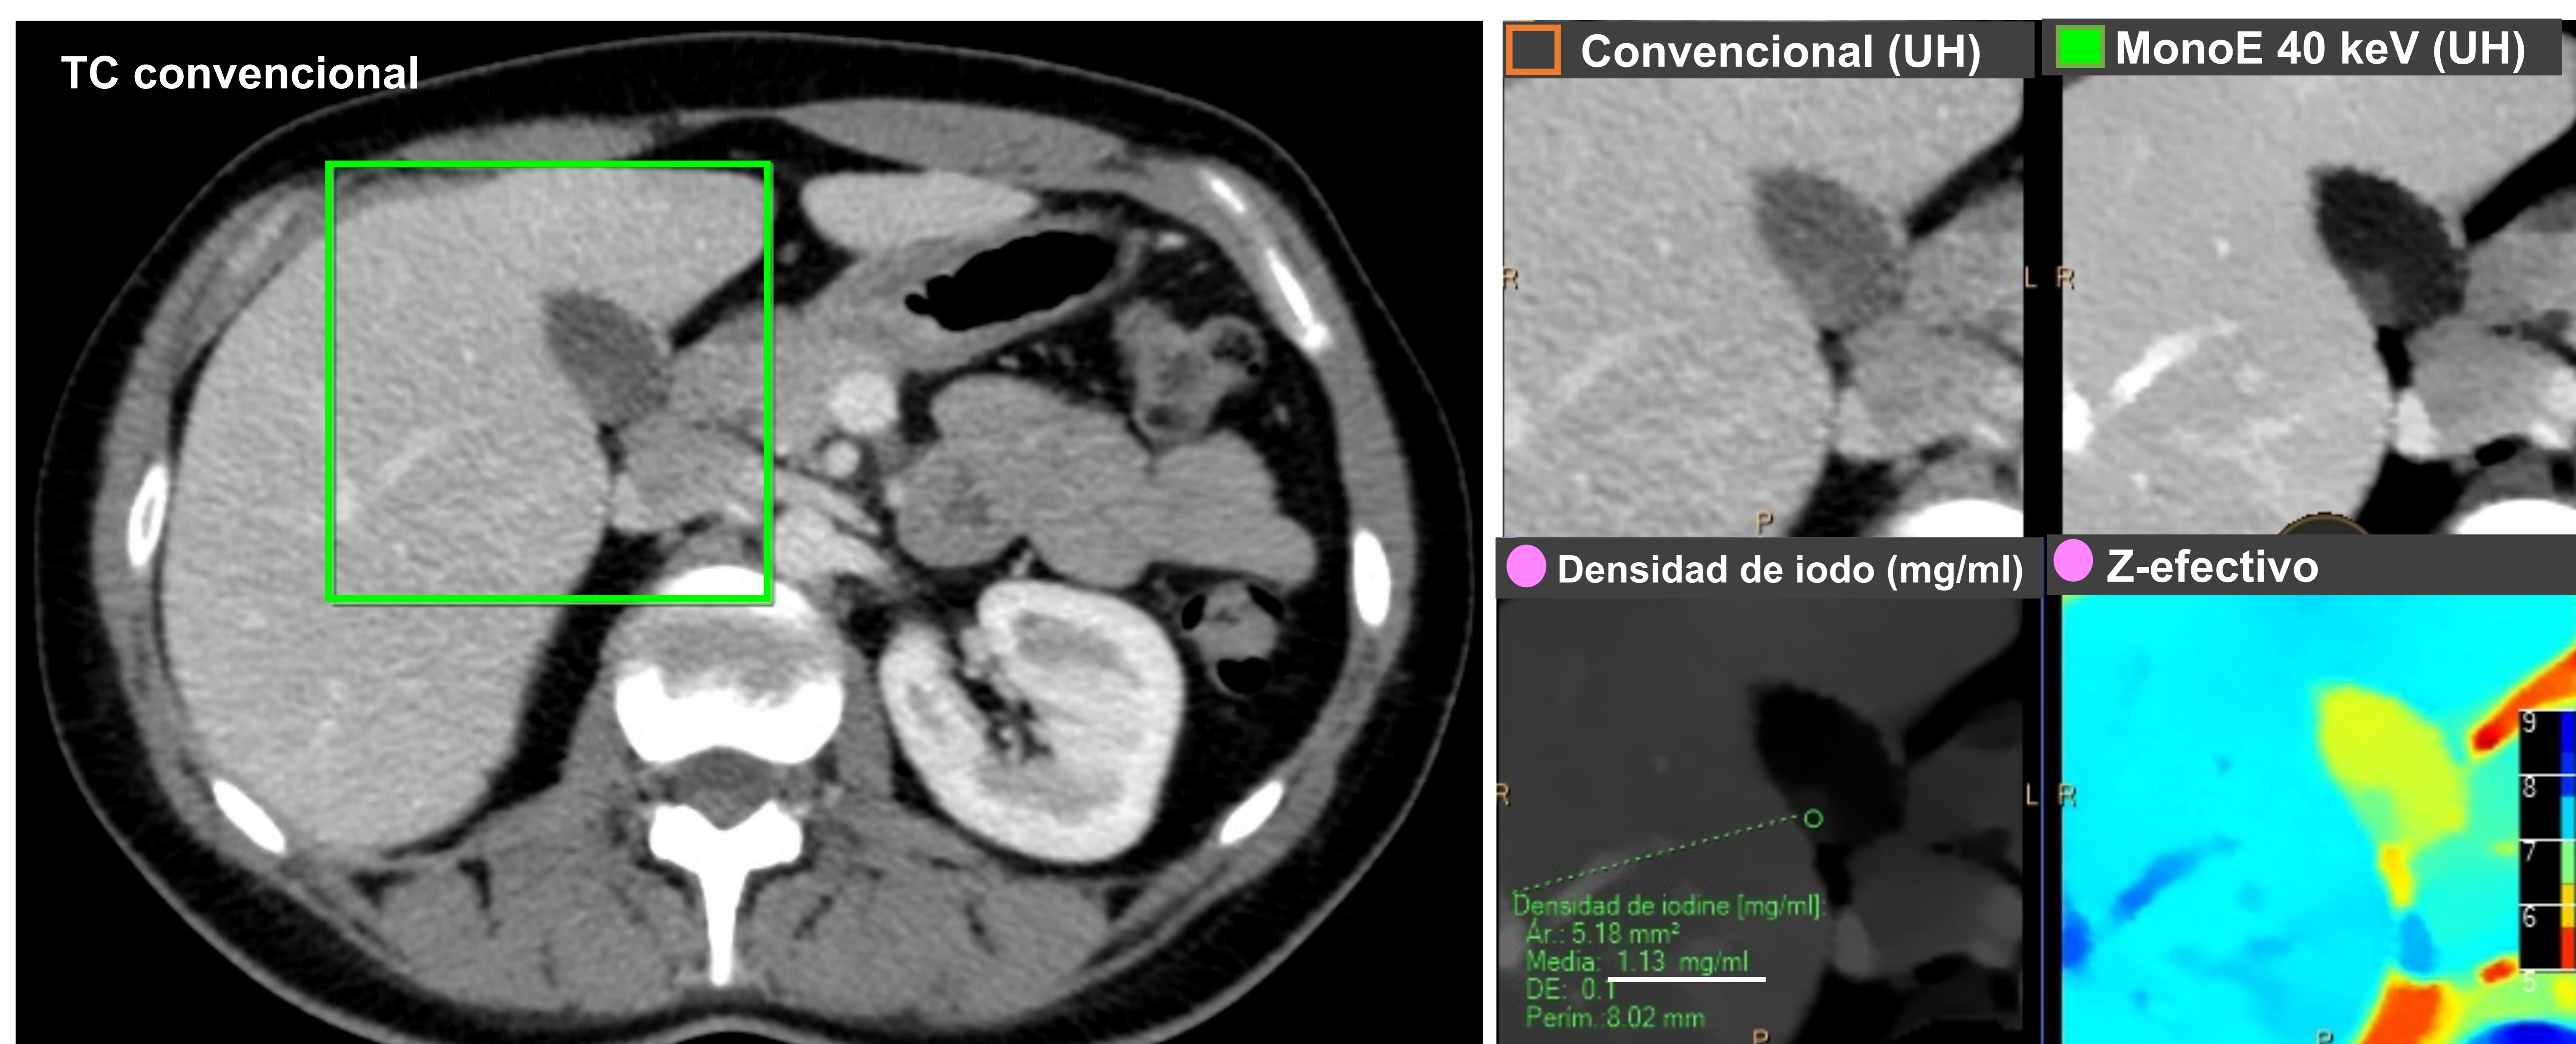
Pólipo vesicular. Corte axial de TC abdominal con adquisición en fase venosa e imágenes ampliadas de la vesícula biliar. En el mapa monoE de baja energía (40 keV) se delimita una lesión intravesicular de mayor densidad, difícilmente identificable en el TC convencional. En el mapa de densidad de yodo se observa una leve captación de contraste (1,13 mg/ml).
